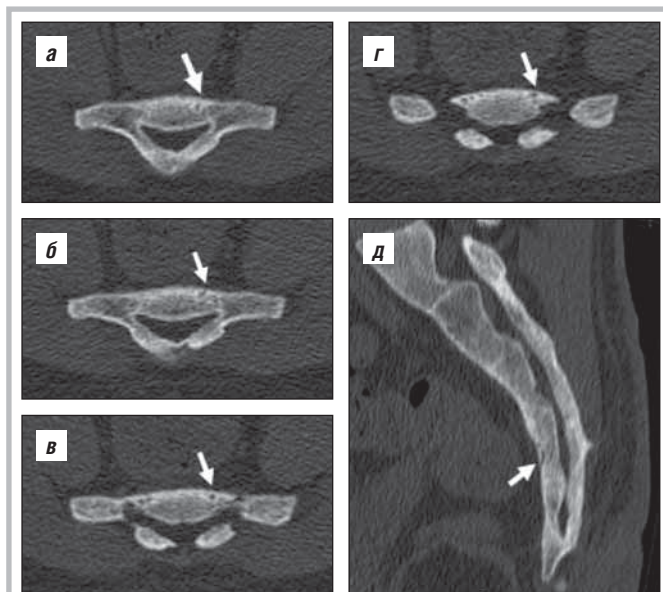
КТ  $S_4$  в аксиальной проекции, серия послойных снимков (а–г), и сагиттальной проекции (д), от 06.02.2022. Стрелками указаны линии перелома. Описание: оскольчатый перелом левой половины  $S_4$ , с незначительным смещением отломка; отмечается смещение тела  $Co_2$  кпереди по отношению к вышележащему на 2 мм (посттравматический антелистез). Рекомендована консультация травматолога. Заключение: закрытый перелом  $S_4$  с незначительным смещением отломков; смещение тела  $Co_2$  кпереди по отношению к вышележащему на 2 мм
